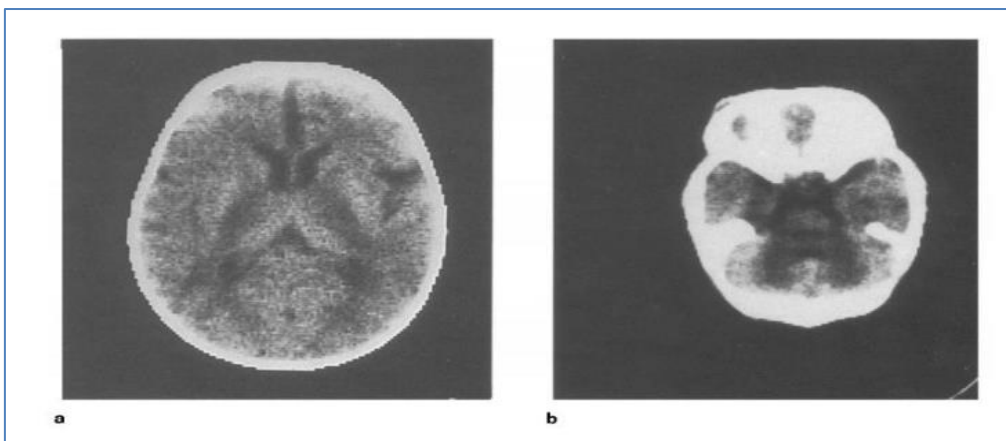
Coupe transversale (CT) sans contraste du cas 2 (Duranet al, 1979).
